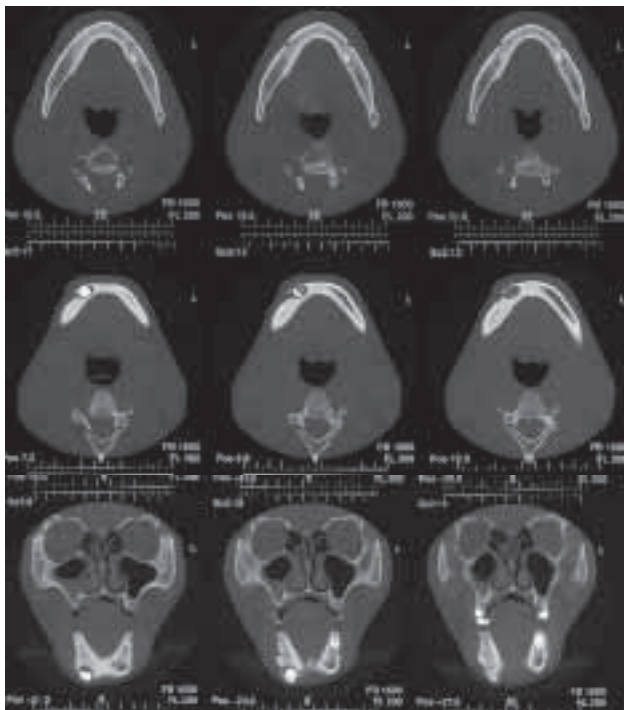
Präoperativer CT (axial und koronal)
